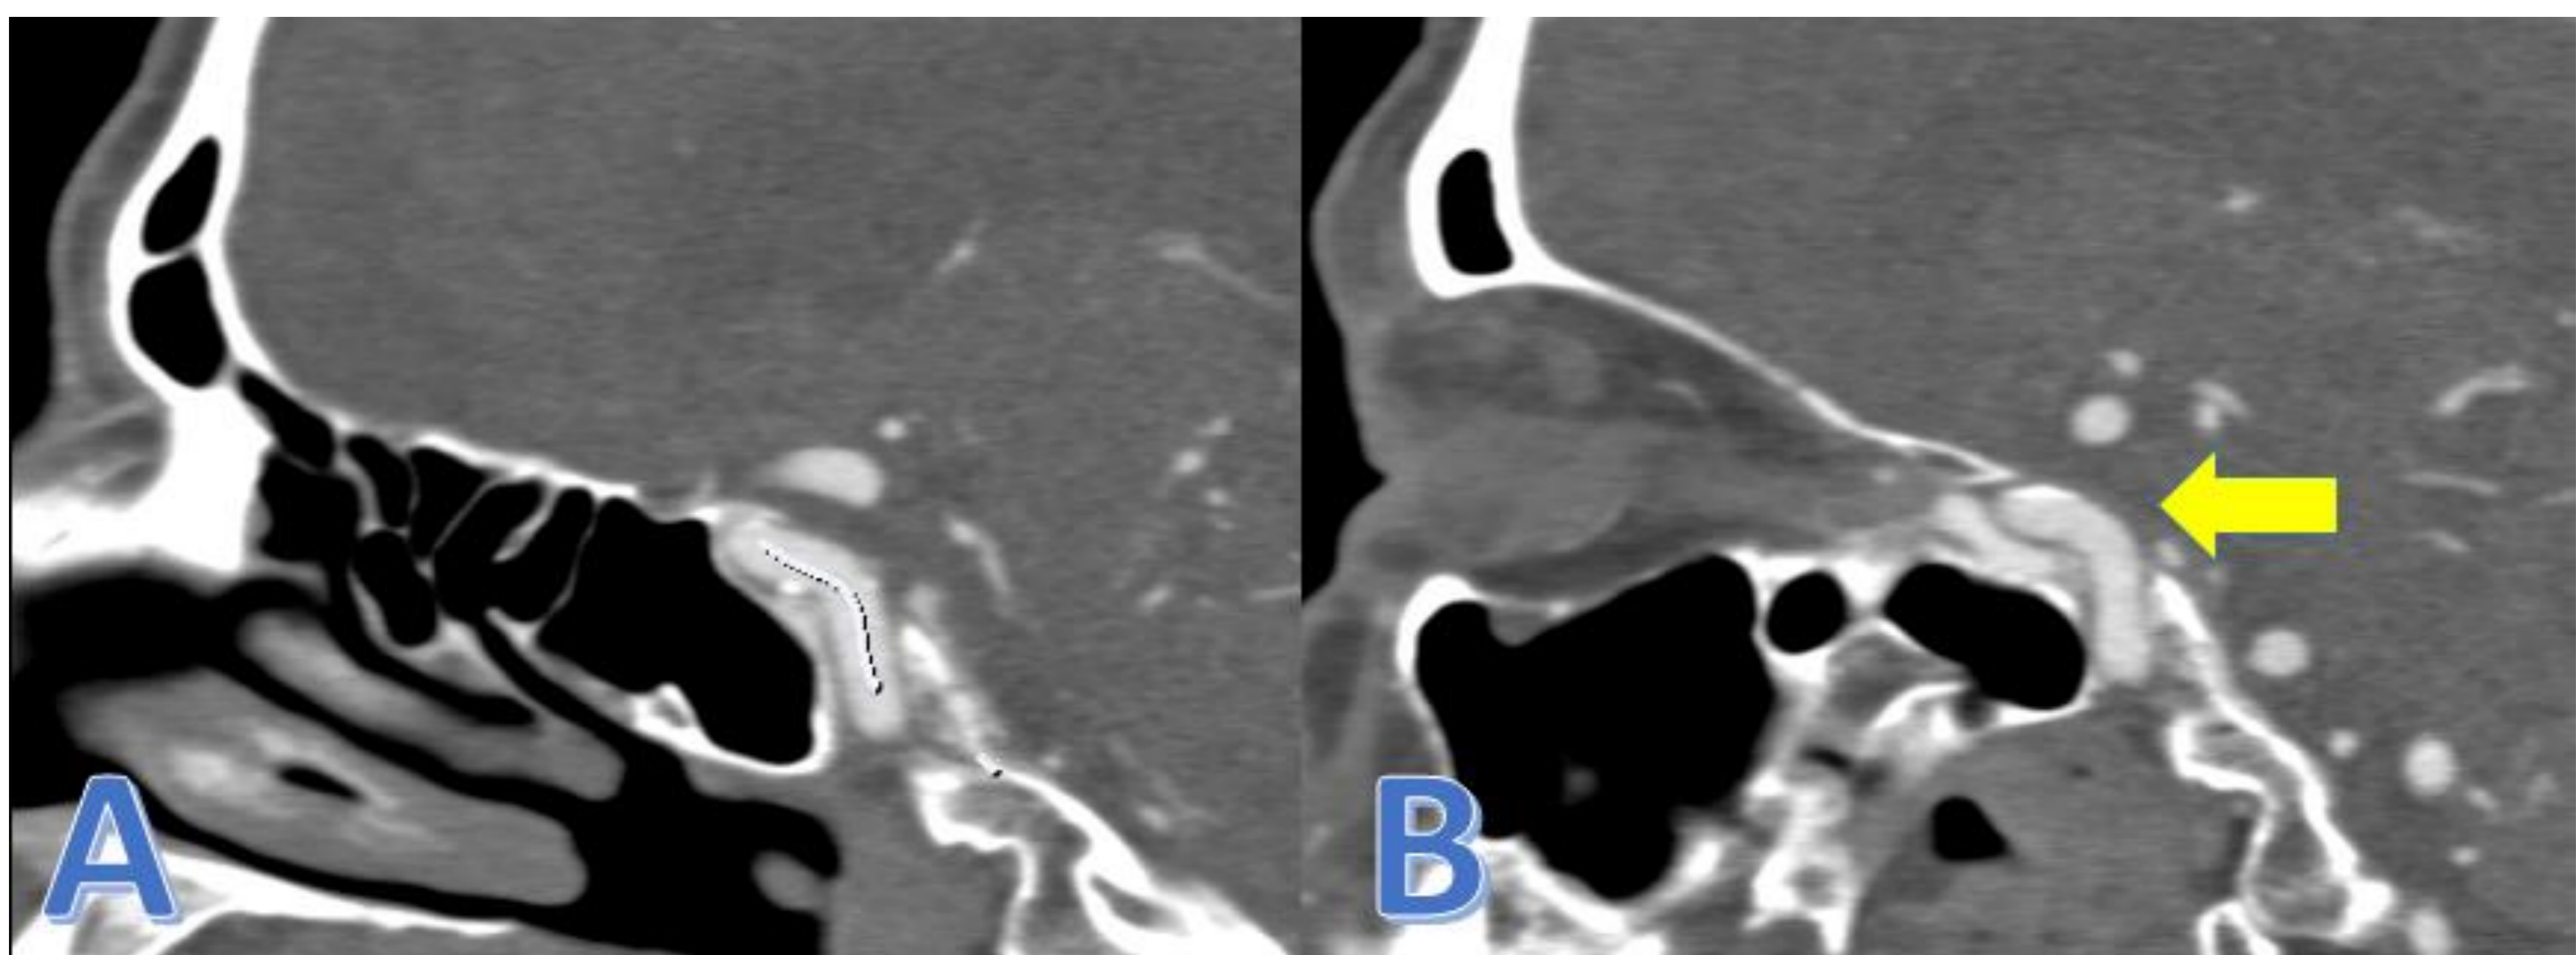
Paciente con diplopia binocular intermitente asociado a proptosis, quemosis e hiperemia conjuntival de ojo izquierdo de 8 días de evolución, cefalea periorcular tras traumatismo craneoencefálico previo. Se realiza TC craneal y de polígono de Willis con CIV observando en corte sagital la asimetría y el agrandamiento del seno cavernoso izquierdo (B: flecha amarilla) en relación con el contralateral, sugestivo de fistula carótido-cavernosa izquierda.
